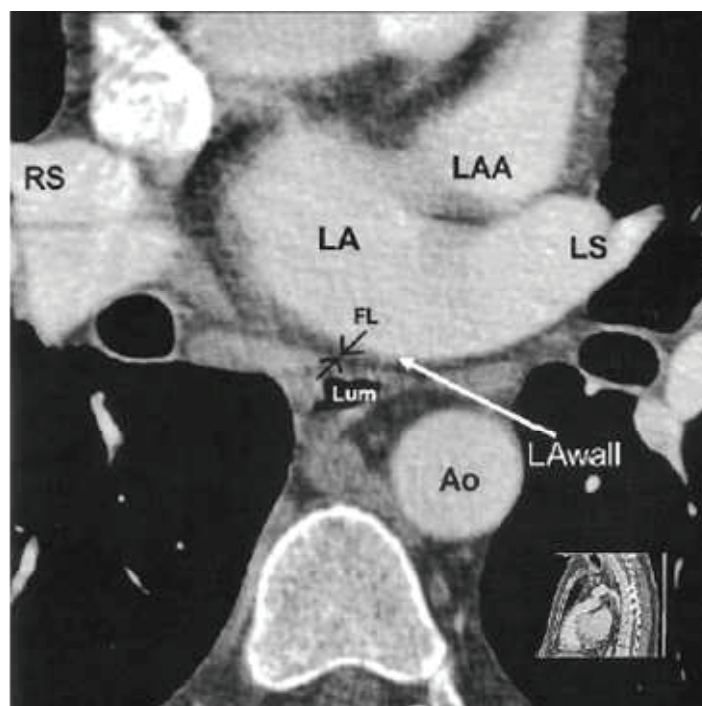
Coupe axiale CT montrant la position de l'œsophage par rapport à la paroi postérieure de l'oreillette gauche (OG) extrait de (Lemola et al. 2004) avec la permission de Wolters Kluwer. L'œsophage est séparé de l'OG par une fine couche de graisse. (Ao : Aorte, FL : Couche de graisse, LA : OG, LAA : Auricule gauche, LAwall : Paroi postérieure de l'OG, LS : Veine pulmonaire supérieure gauche, Lum : Œsophage, RS : Veine pulmonaire supérieure droite)
